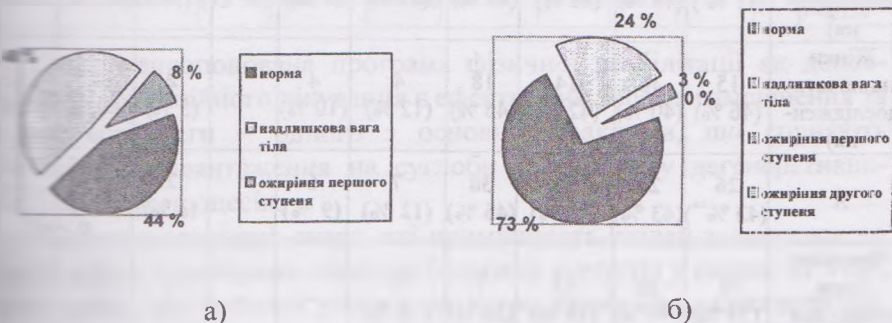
Загальний розподіл хворих на гонартроз 0–I рентгенологічної стадії згідно з ІМТ через шість місяців після лікування: а) КГ; б) ОГ
